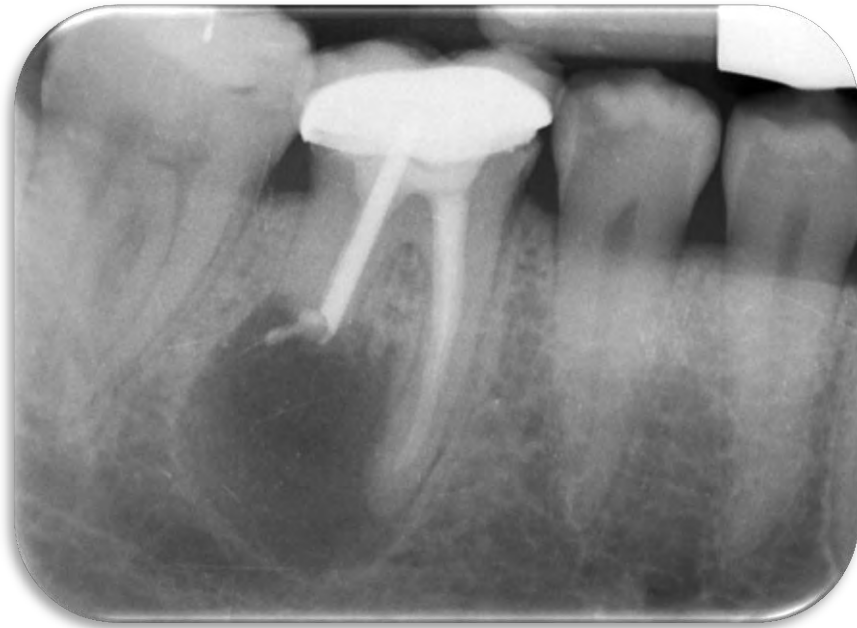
Radiografía inicial
